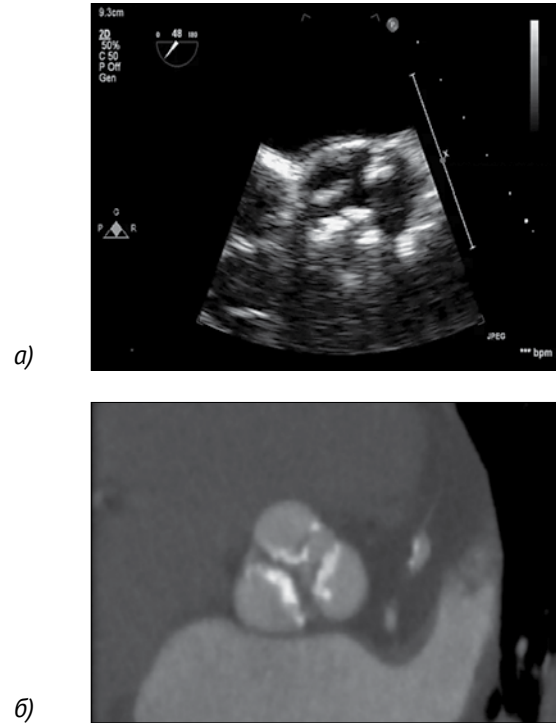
Трансторакальное ЭхоКГ (а) и МСКТ-исследование (б) до операции: выраженный кальциноз привел к полной иммобилизации створок аортального клапана
